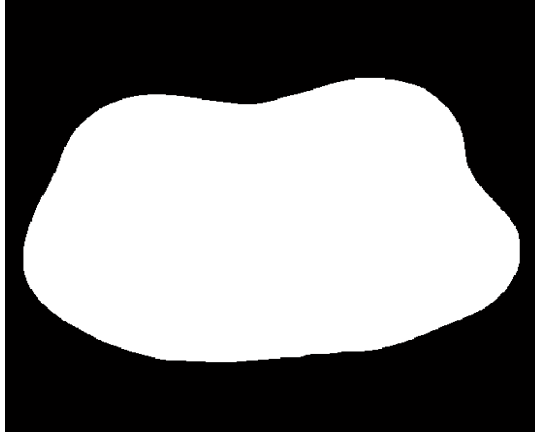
Orijinal BT görüntüsünün eşik değeri uygulanarak ikili (0 ve 1) piksel değerleri cinsinden ifade edilmesi.
